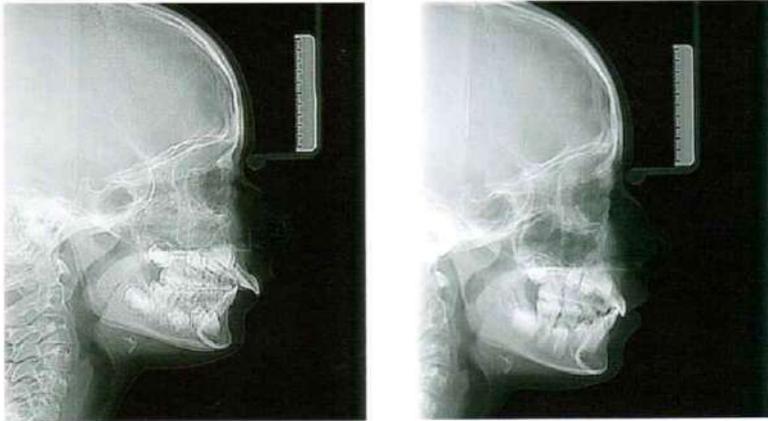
Teleradiografia laterale del cranio iniziale: notare la scarsa pneumatizzazione dei seni mascellari.
